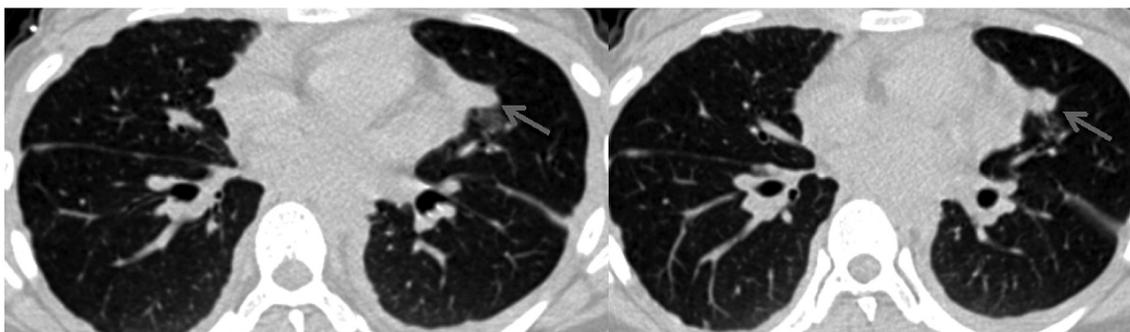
КТ, поперечный срез. Узел в левом легком, прилежащий к средостению, указан стрелкой.
